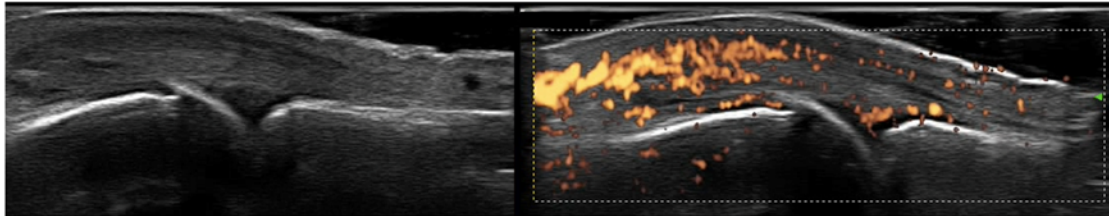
Paratenonitis, visión longitudinal. A la izquierda imagen en escala de grises, a la derecha color Doppler. Imágenes de mi colección personal recogida con consentimiento del paciente.
